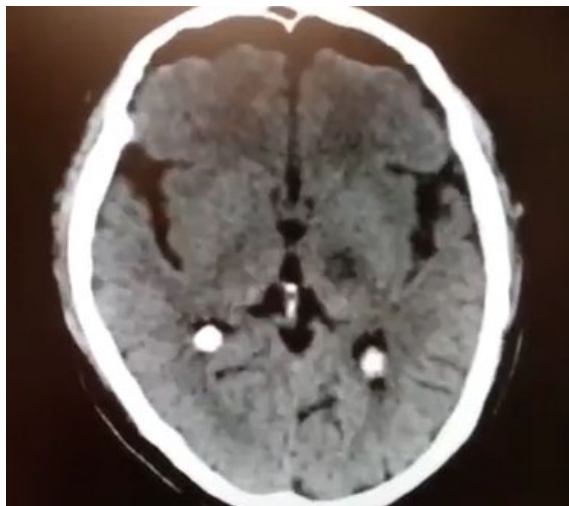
Tomografía de cerebro sin contraste, posterior a la realización de talamotomía unilateral izquierda en un paciente masculino de 74 años de edad, con Enfermedad de Parkinson y temblor incapacitante en hemisferio derecho (10/12/2018).
